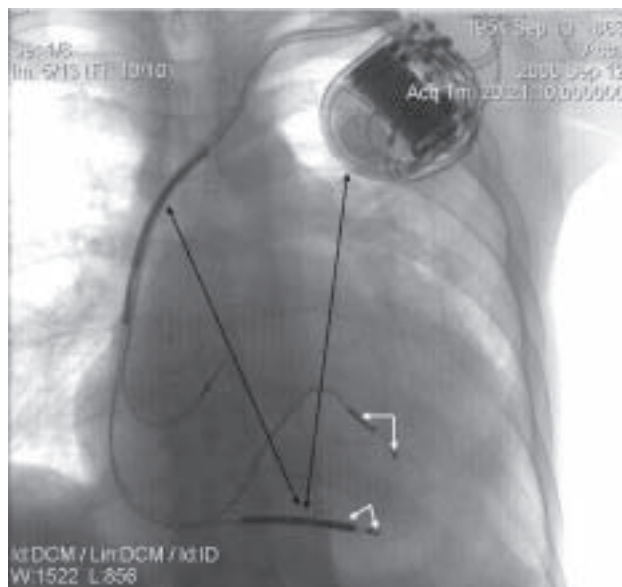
Рентгенограмма пациента с комбинированным устройством - СРТ-Д: для осуществления ресинхронизирующей терапии сердца и профилактики внезапной смерти, посредством нанесения электрического разряда между шокowymi спиральями в ПЖ, верхней полой вене и корпусе прибора (указаны черными стрелками). Полюсы электродов для бивентрикулярной стимуляции указаны белыми стрелками.
